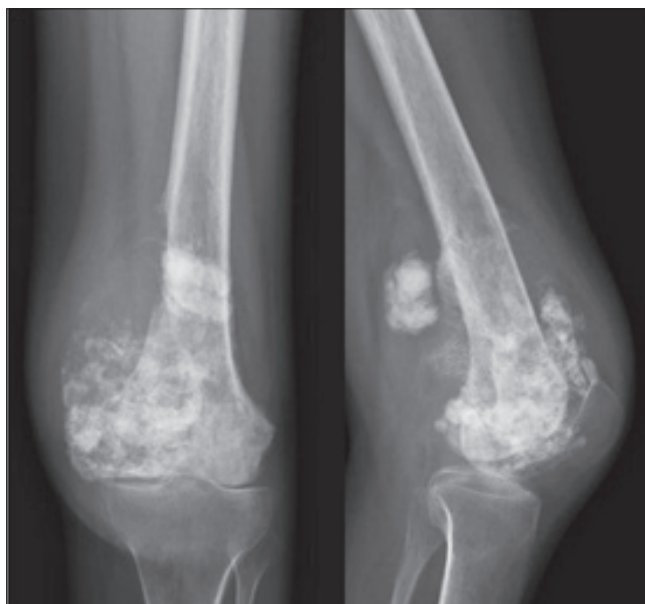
Рентгенография коленного сустава пациентки Т., 24 года, с диагнозом: местнораспространенная остеосаркома дистального метадиафиза левой бедренной кости T2N0M0 G3 IIb стадия. Состояние после 4 курсов неоадьювантной химиотерапии
